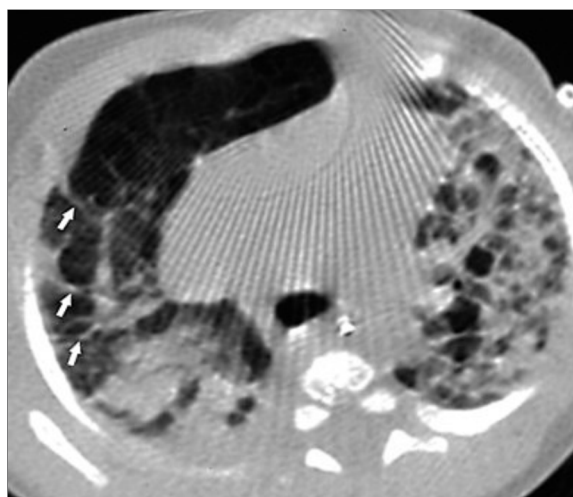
Ребенок В. Локальный пневмосклероз. СКТ выполнено через 6 месяцев после БЛД тяжелой формы.
